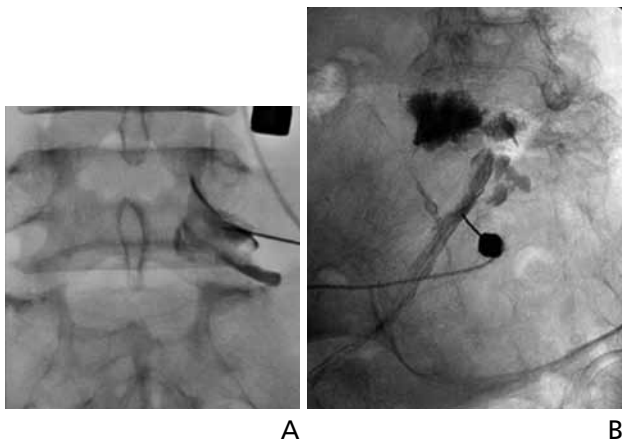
Lumbar transforaminal epidural steroid injection. (A) Anteroposterior radiograph of the lumbar spine following transforaminal epidural contrast injection. Contrast extends along with right L5 nerve root. (B) Intraepineural contrast injection. Right posterior oblique radiograph of the lumbosacral spine shows the tubular outline of the nerve root. Centrally, a feathery appearance is noted.
